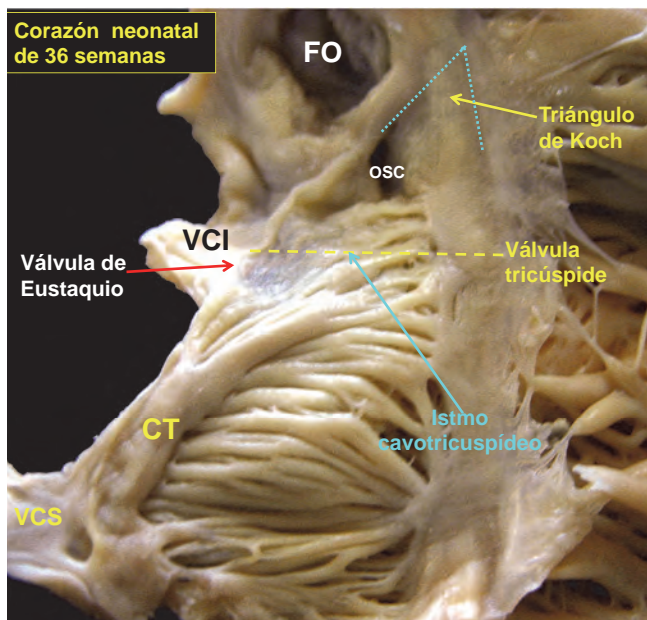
Visión endocárdica de un corazón normal (36 semanas) donde se observan el istmo cavo-tricuspidé y el triángulo de Koch. CT: Cresta Terminal. VCI: Vena Cava Inferior. Istmo CT: Istmo Cavotricuspidé. FO: Fosa Oval. OSC: Orificio del seno coronario.
